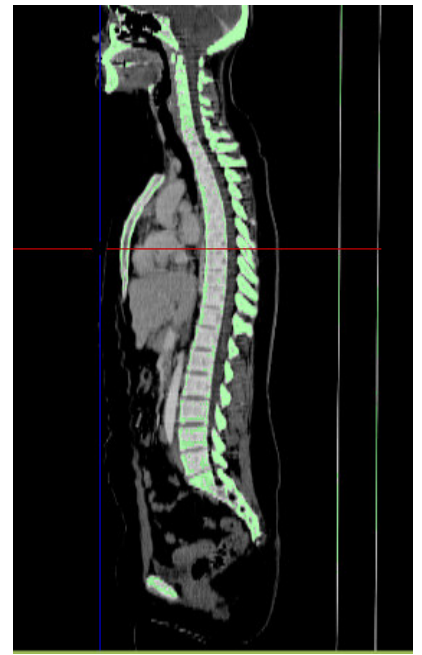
CT-Skelettmaske bei 300 HU
